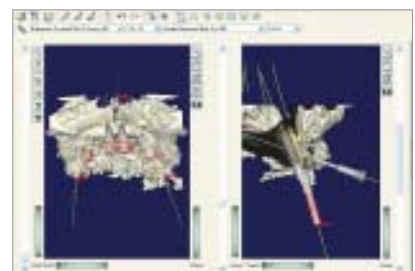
Zweiter CT-Scan von der separaten Röntgenschablone. – Abb. 5: Übersicht über die Procera®-Planungssoftware. Mit eingblendeter dreidimensionaler Darstellung der Knochenstruktur und der Röntgenschablone, aber noch ohne geplante Implantate. Linkes Fenster Übersicht, rechtes Fenster Querschnittsdarstellung (Cross sectional). – Abb. 6: Darstellung der Knochenstruktur mit ausgeblendeter Röntgenschablone und sechs geplanten Implantaten.
